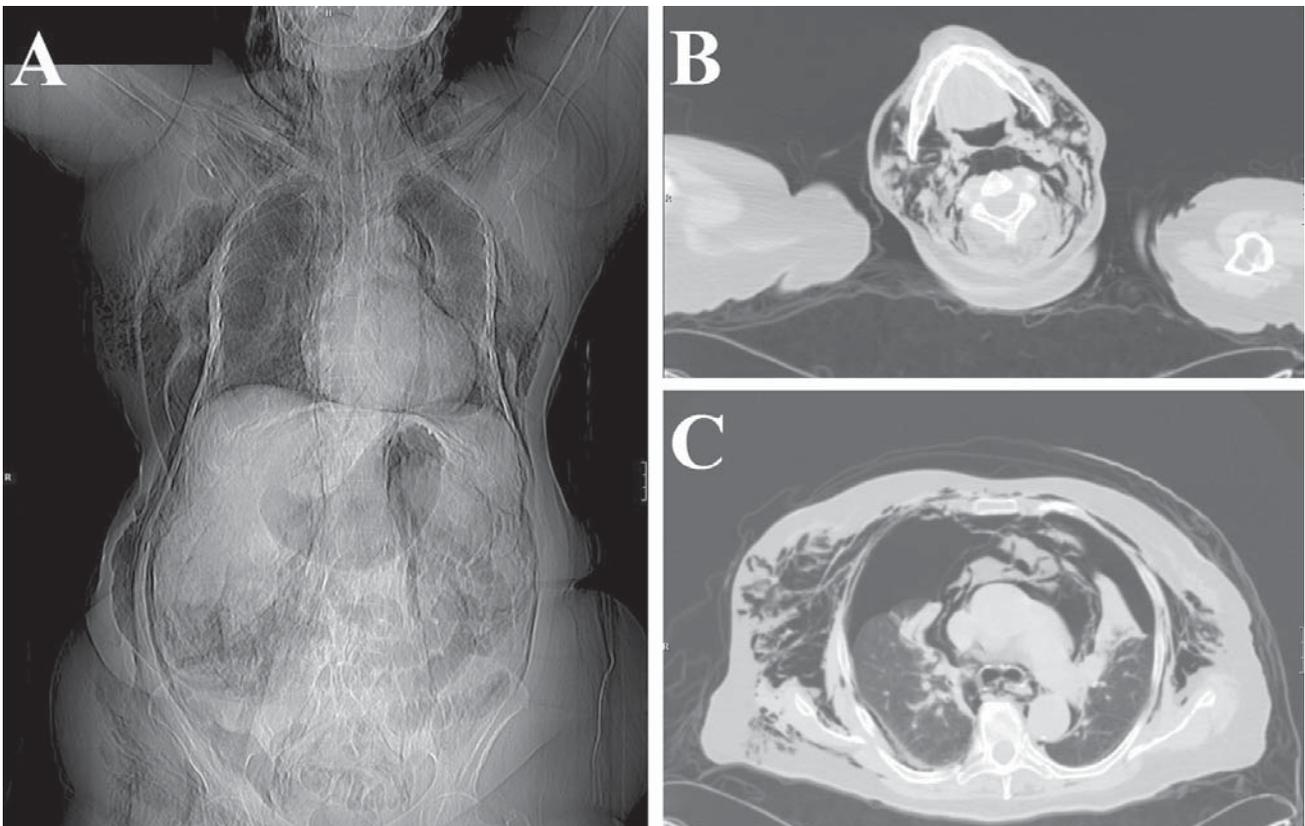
A. Radiografía simple que muestra la presencia de enfisema subcutáneo a nivel de cuello, tórax, abdomen y miembro inferior derecho. B. TC cervical que muestra la presencia de enfisema subcutáneo a nivel del cuello. C. TC de tórax que muestra la presencia de enfisema subcutáneo y neumotórax bilateral.
